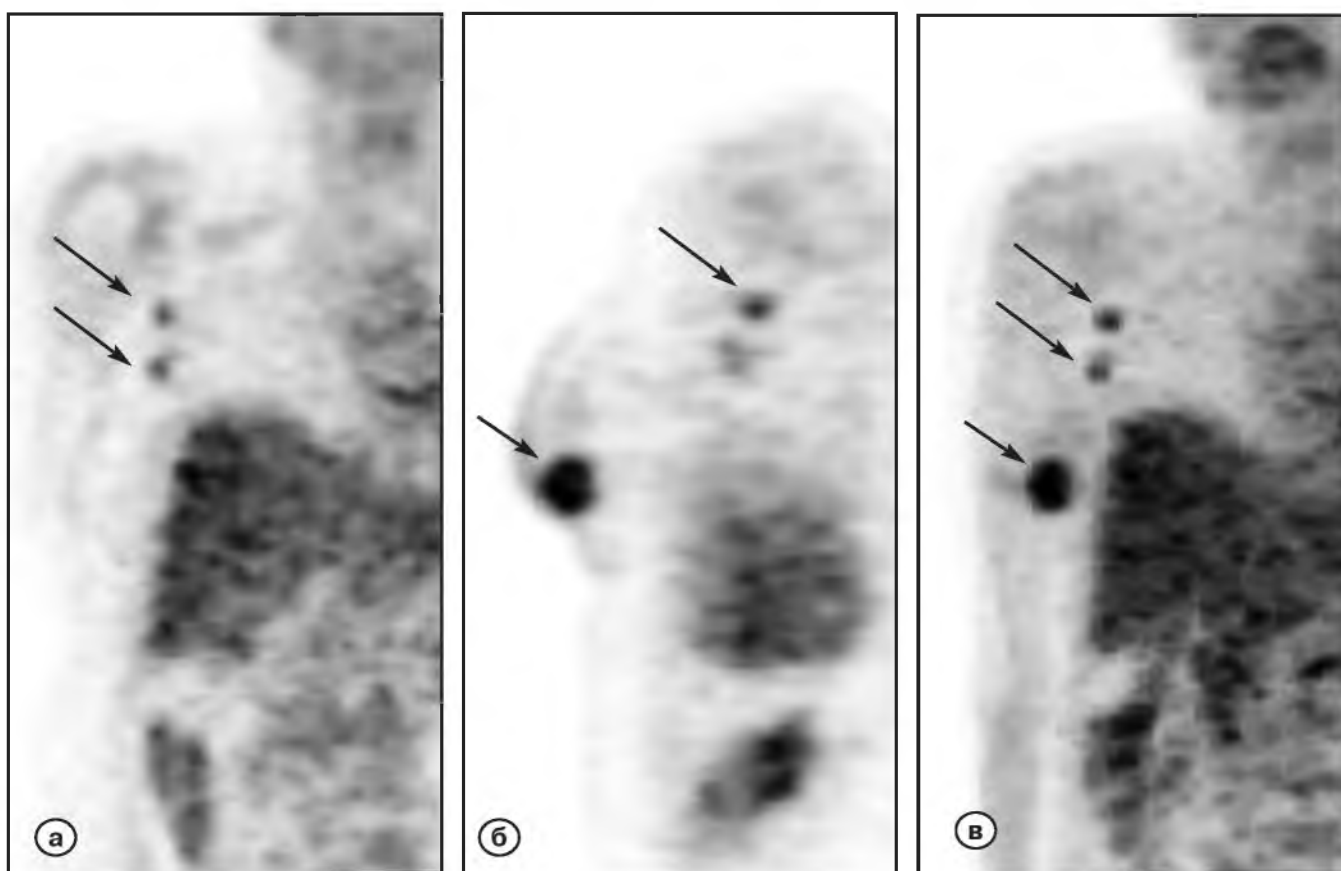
Повышенное накопление радиофармпрепарата в первичной опухоли и лимфоузлах по данным ПЭТ у больной до лечения (черные стрелки).
